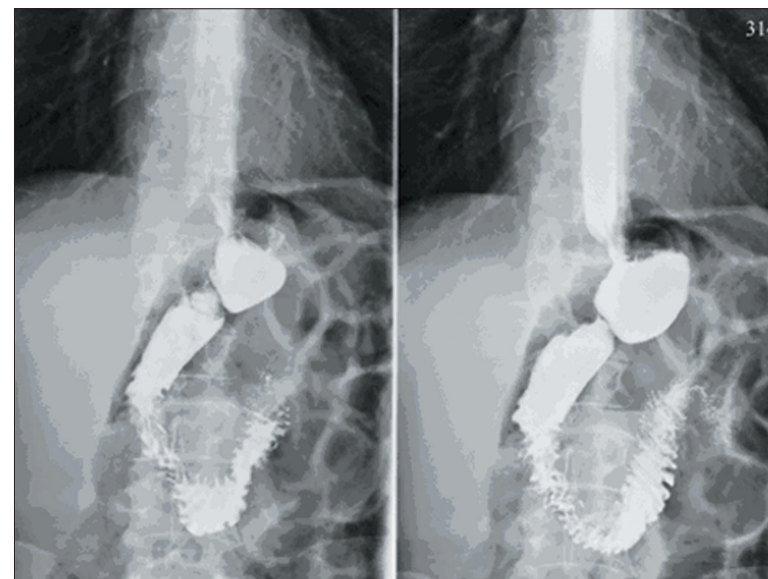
Рентгенограмма выполнена в горизонтальном положении пациента на спине к приемнику рентгеновского излучения. Фаза тугого наполнения культи желудка
